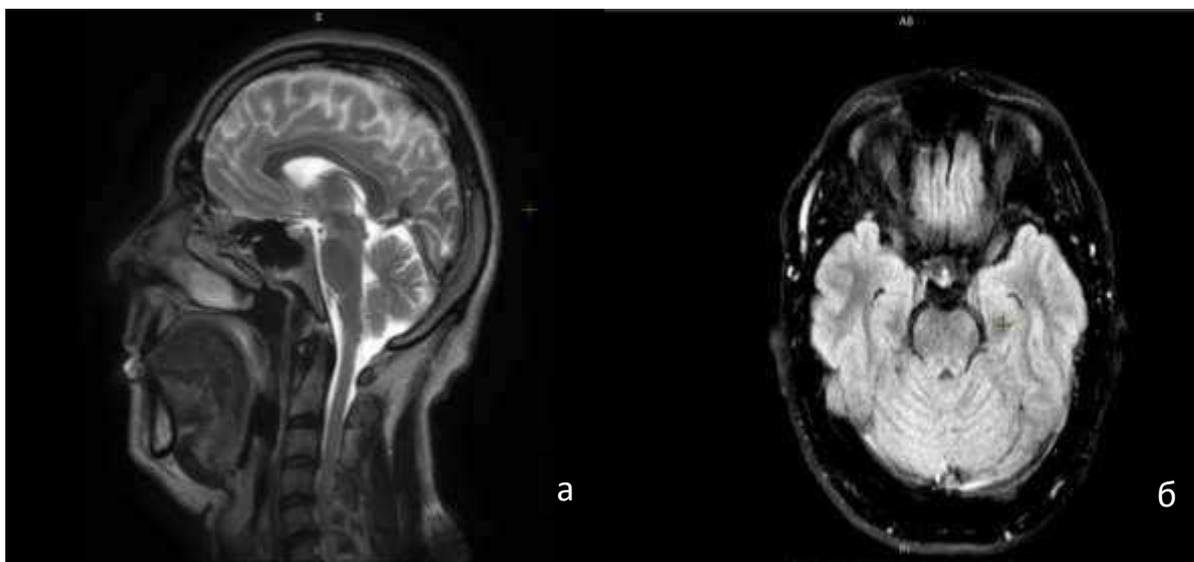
МРТ головного мозга пациента П., а) сагиттальная проекция, б) аксиальная проекция
